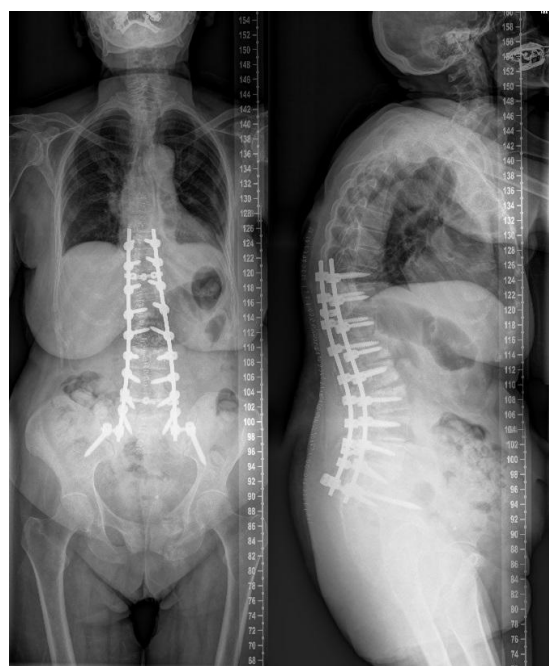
Radiografías de columna anteroposterior y lateral, postoperatorias.
